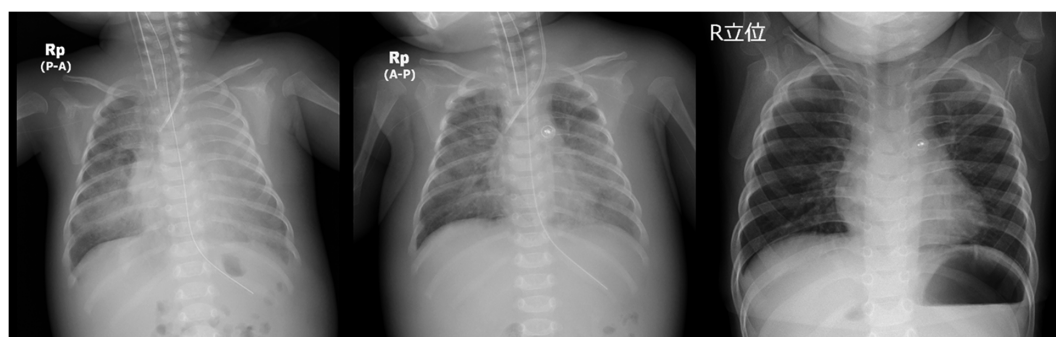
Serial changes in chest X-ray findings in a 2-month-old boy with patent ductus arteriosus who underwent transcatheter closure (Fig. 2, Upper panels)
